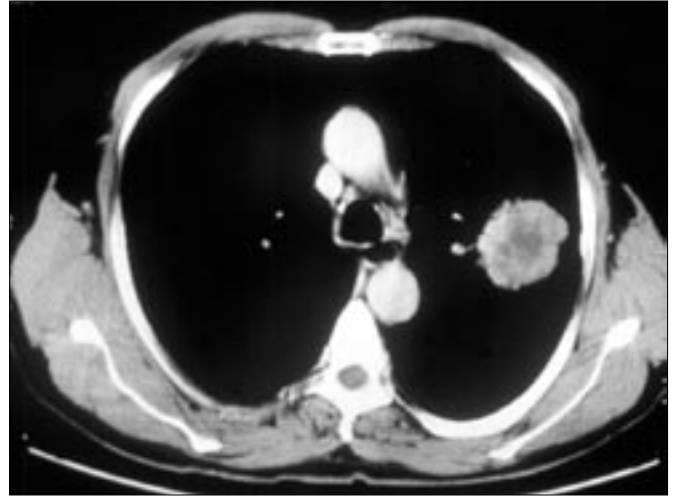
CT of the mass in the left upper lobe.
